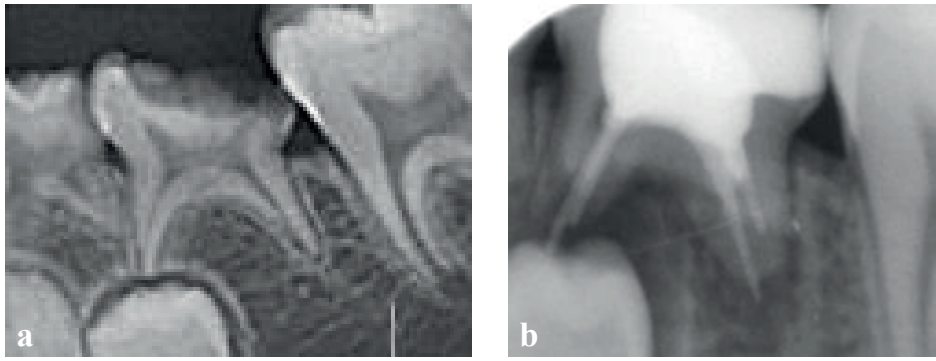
3 yıllık kontrol. a. Başlangıç radyografisi. b. Furkasyonda kemik kaybı ve dişin infraokluziyonda kalması sonucu başarısız bir tedavi
